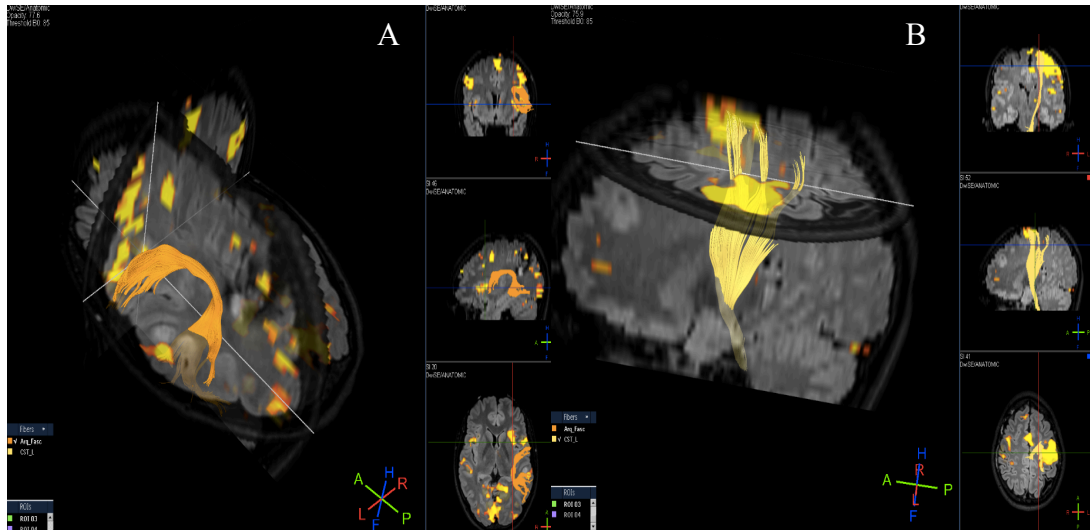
Imagens de Tratografia e RMf correspondente aos feixes Corticoespinal e Fascículo Arqueado Esquerdo e ativação cortical da área de Broca e Motora esquerda. Na imagem A- visualiza-se o Fascículo arqueado e ativação da área de Broca's esquerda. Na imagem B- visualiza-se o feixe corticoespinal e ativação da área motora esquerda num corte sagital em FLAIR
